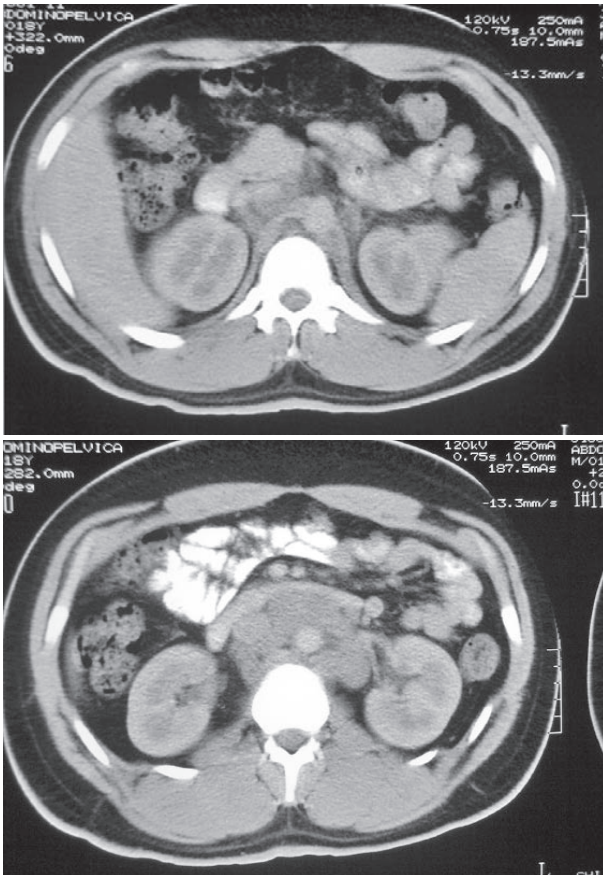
Tomografía de abdomen: nótese la gran cantidad de ganglios linfáticos retroperitoneales.
